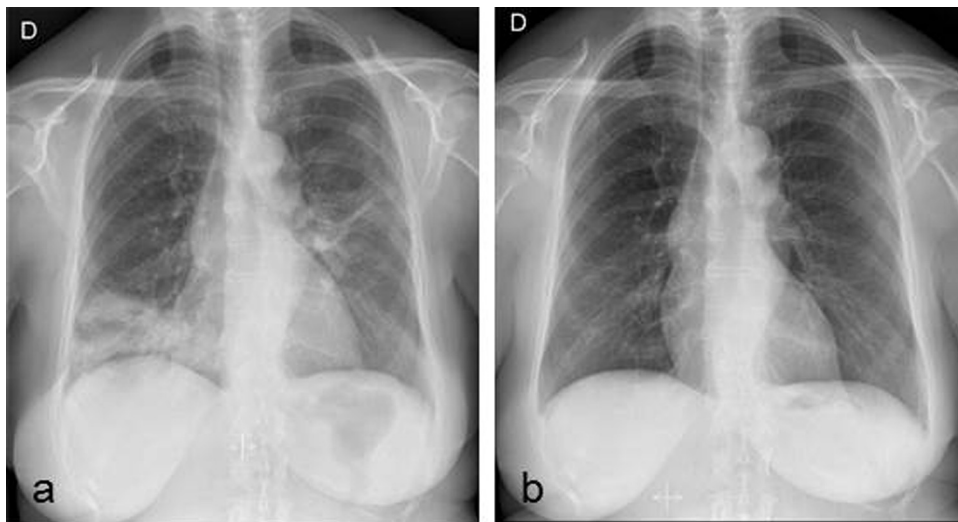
Radiographie thoracique initiale de face : opacités infiltratives bilatérales (a). Après un mois d'arrêt de la sertraline : normalisation de la radiographie thoracique (b).
